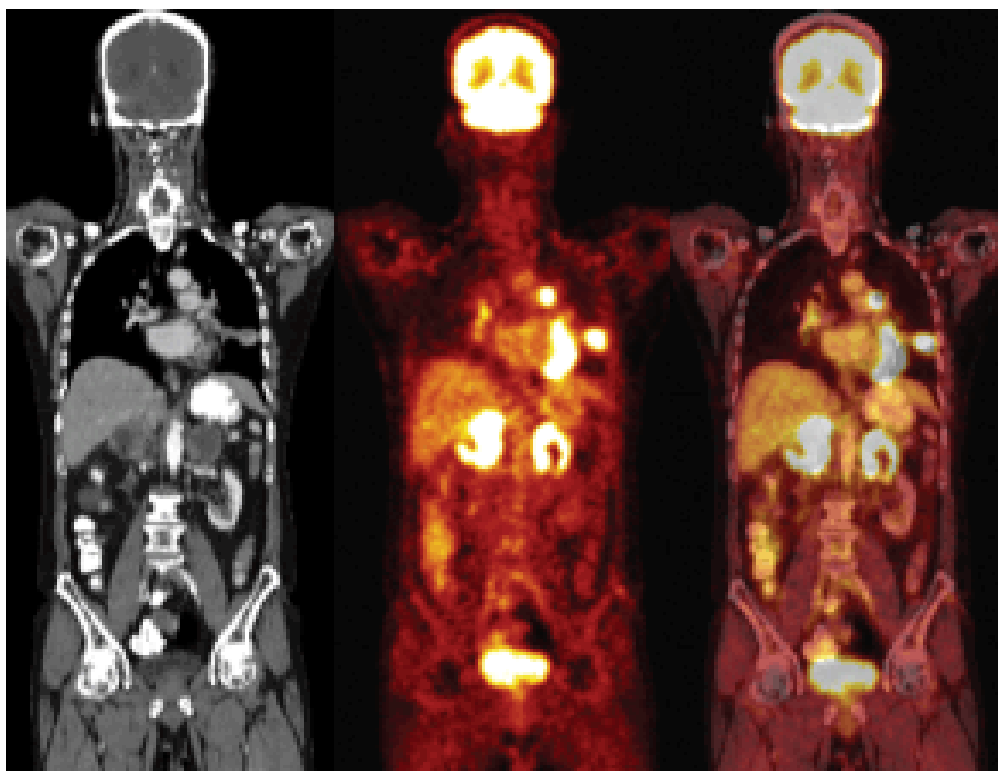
CT, PET, and PET/CT of lung cancer with adrenal metastases.
